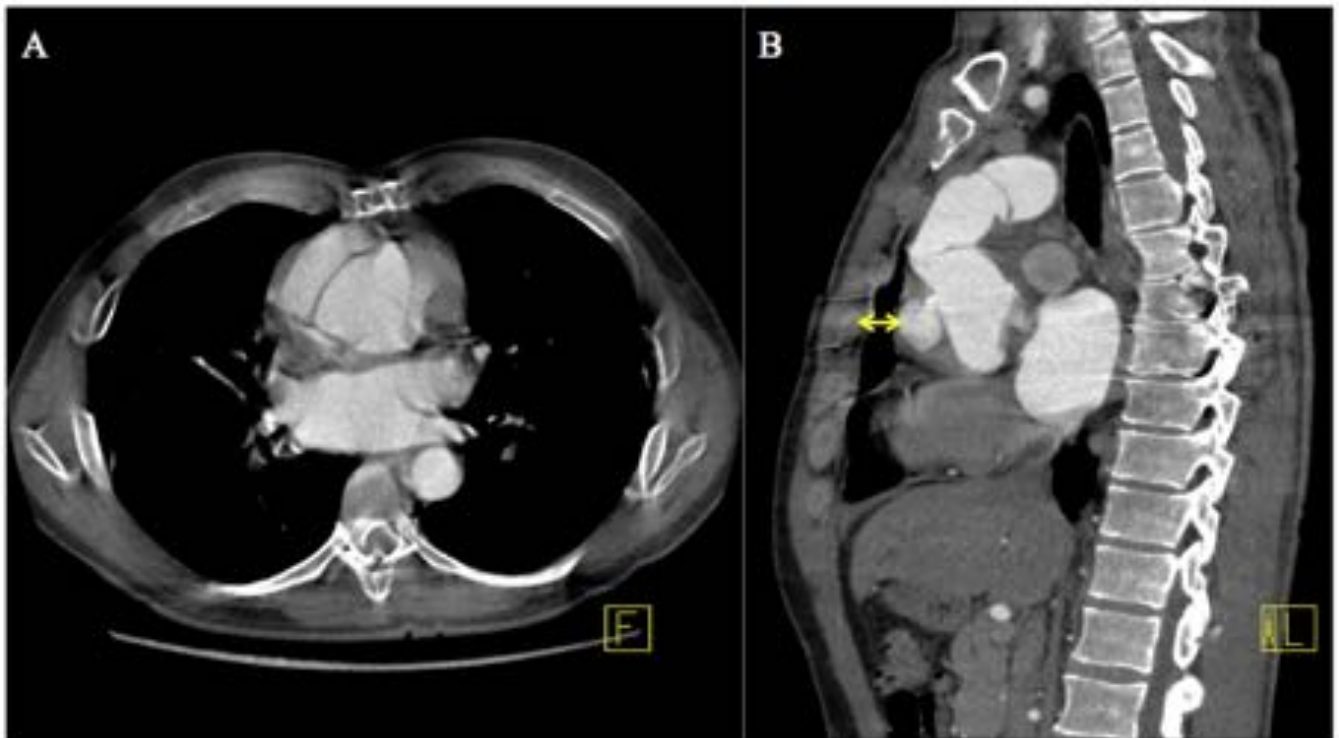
Paciente intervenida de recambio valvular. Se realiza angio-TC torácico con reconstrucciones MPR. (A) Reconstrucción axial oblicua donde se observa en pseudoaneurisma y el origen de ambas
